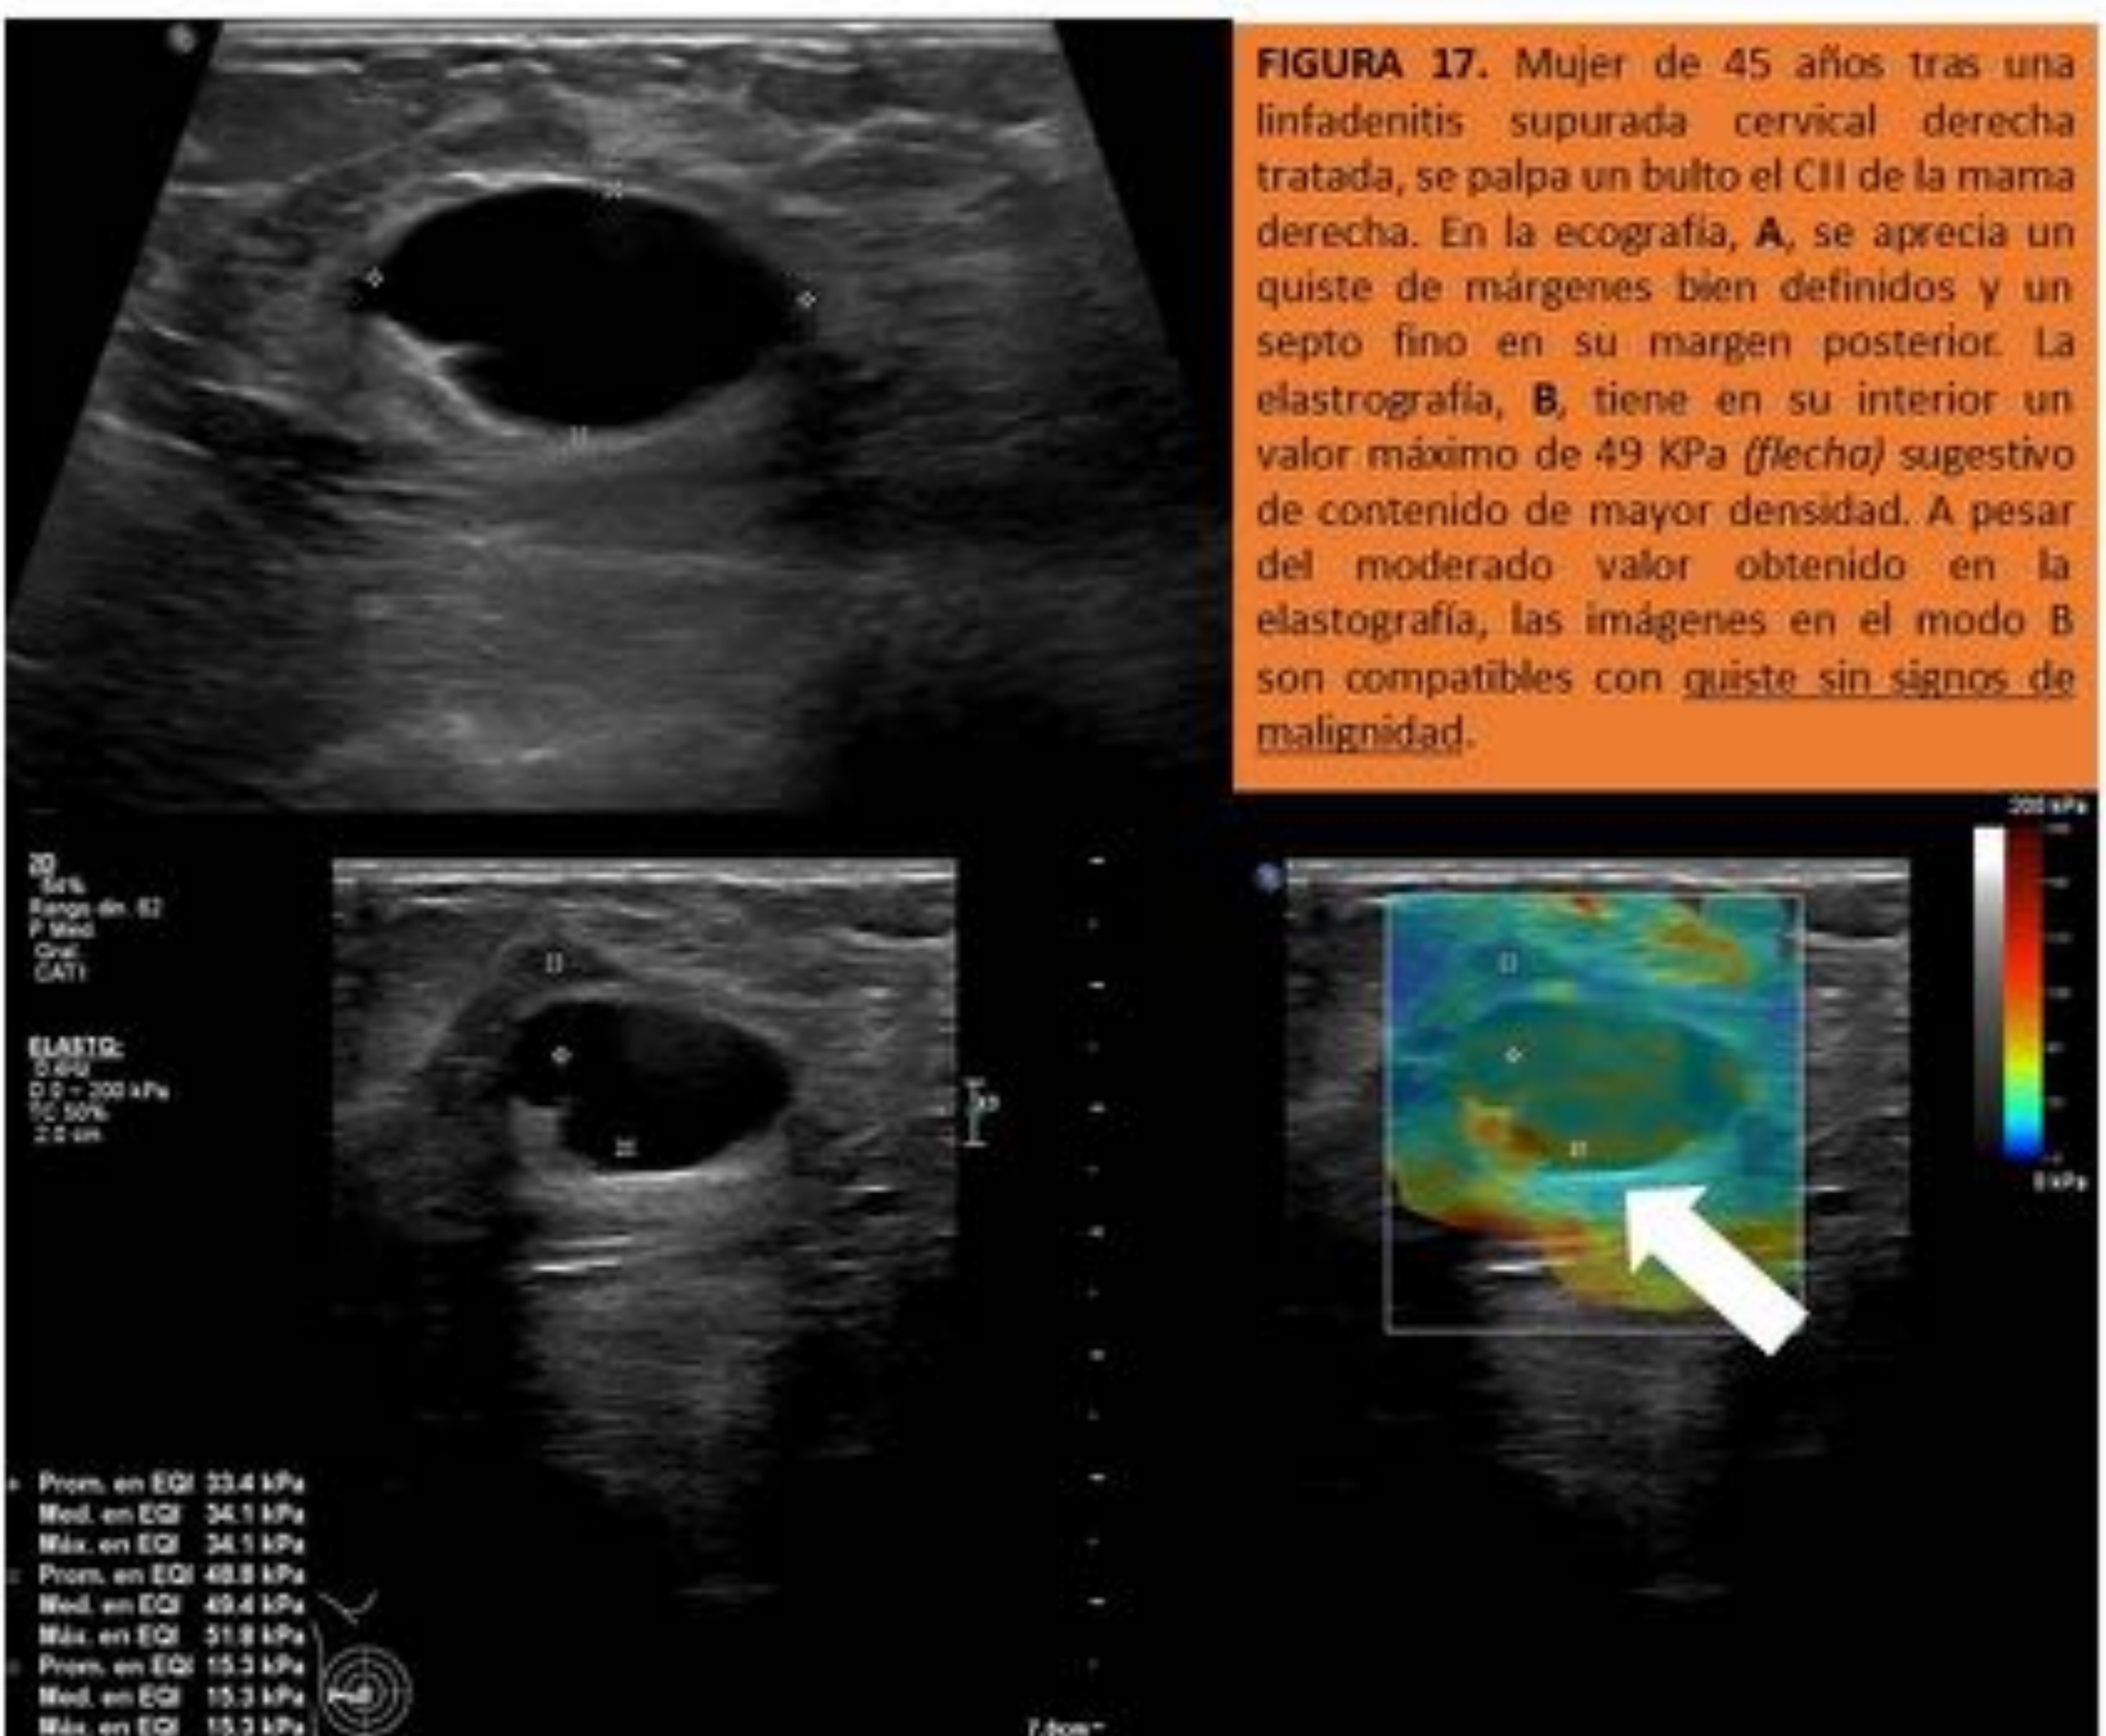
Mujer de 45 años tras una linfadenitis supurada cervical derecha tratada, se palpa un bulto el CII de la mama derecha. En la ecografía, A, se aprecia un quiste de márgenes bien definidos y un septo fino en su margen posterior. La elastografía, B, tiene en su interior un valor máximo de 49 kPa (*flecha*) sugestivo de contenido de mayor densidad. A pesar del moderado valor obtenido en la elastografía, las imágenes en el modo B son compatibles con quiste sin signos de malignidad.
